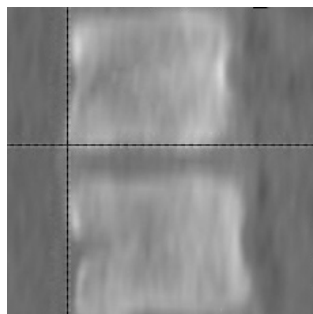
Поле обзора при КТ-денситометрии.
